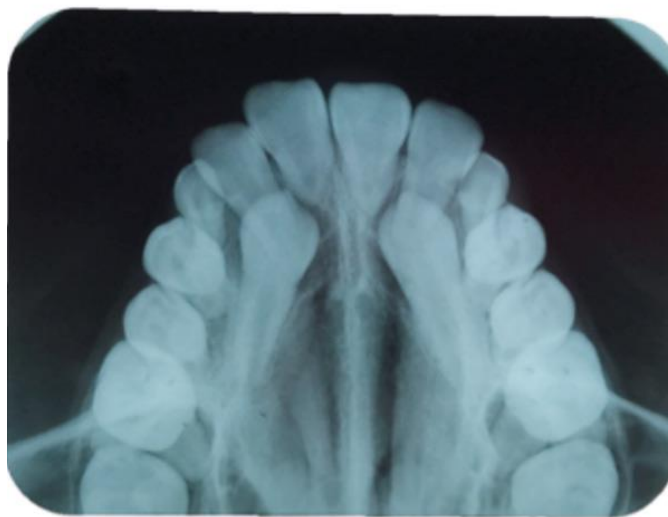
Radiografía oclusal con el método de Simpson (Alqerban et al., 2015).
